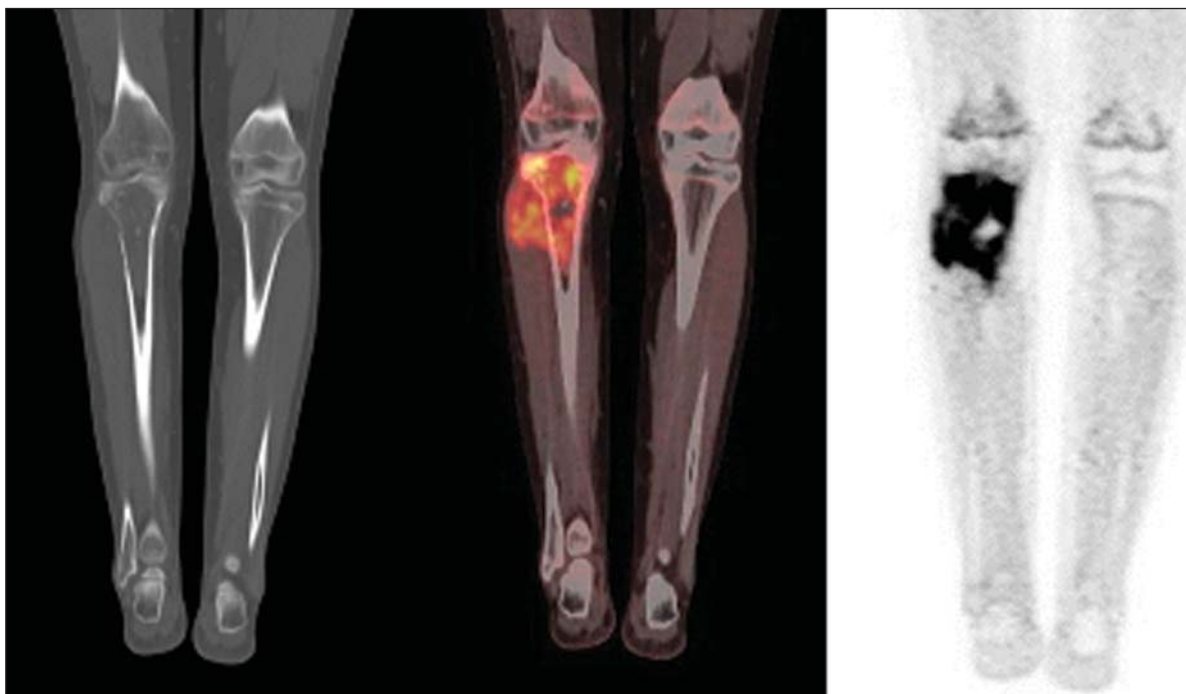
PET/CT de paciente do sexo feminino, 15 anos de idade, com diagnóstico de sarcoma de Ewing. Observa-se lesão permeativa, destrutiva, comprometendo epífise, metáfise e diáfise proximal da tíbia direita, com extensão extraóssea, revelando acentuada atividade glicolítica (SUV máx. = 6,6).
